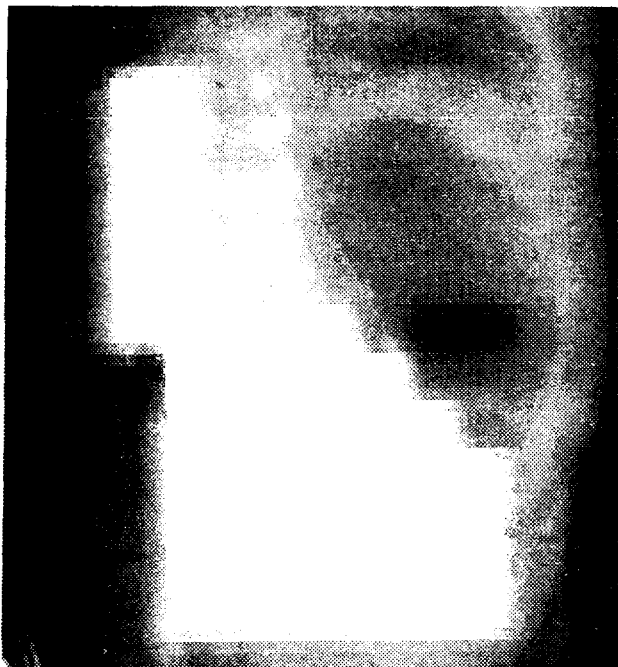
Рентгенограмма больного Ф. на 6 сут после операции. Сохраняется картина высокой кишечной непроходимости
